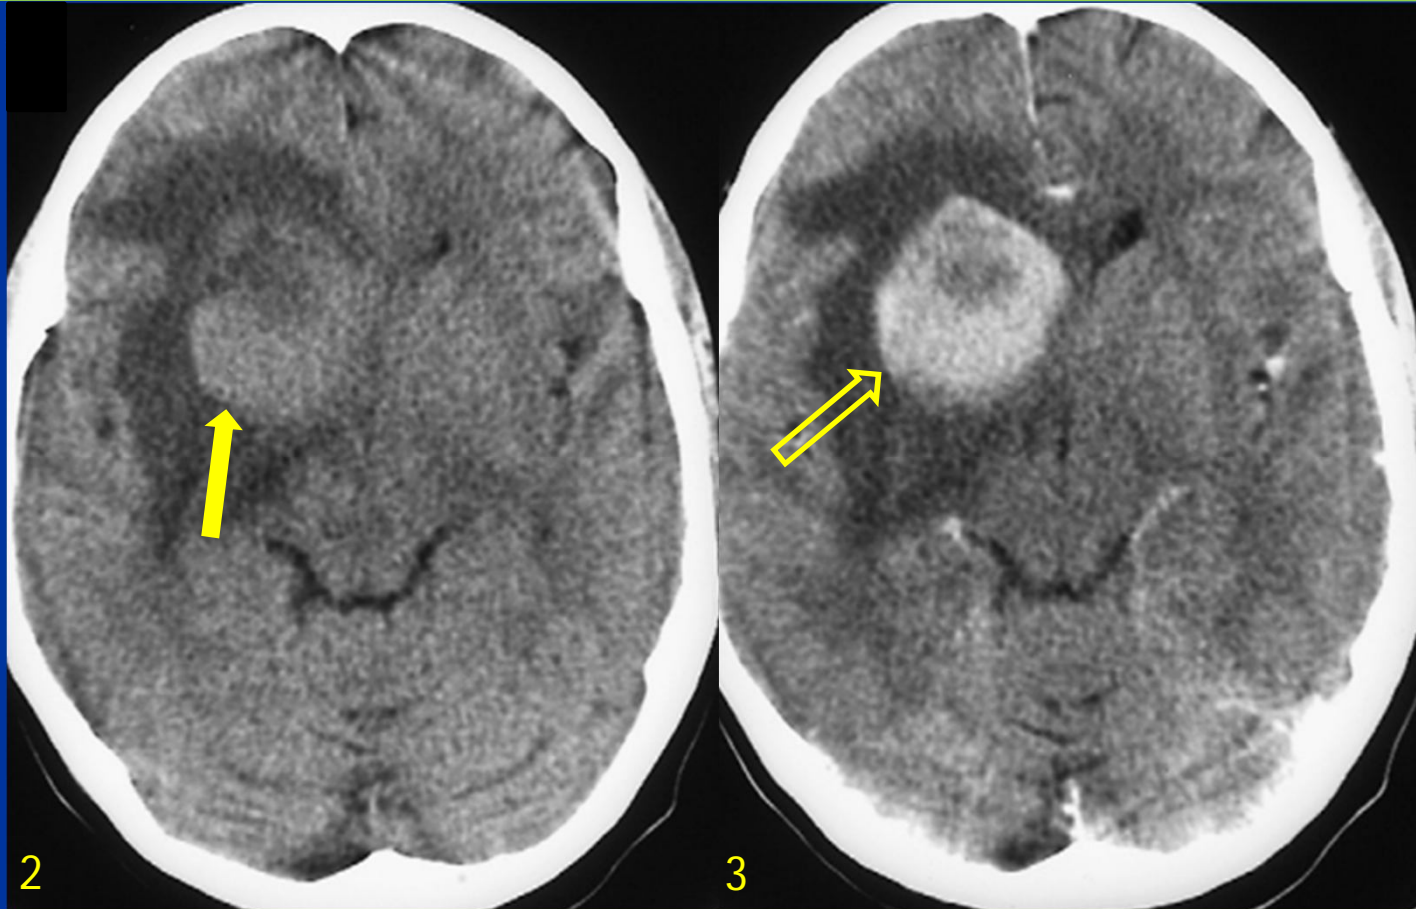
Paciente HIV, TC sin y con contraste. Lesión hiperdensa (◀) ubicada en región supratentorial periventricular frontal derecha, que afecta núcleos basales homolaterales y se asocia a edema periférico. Presenta grueso refuerzo post inyección de contraste (⇨).
